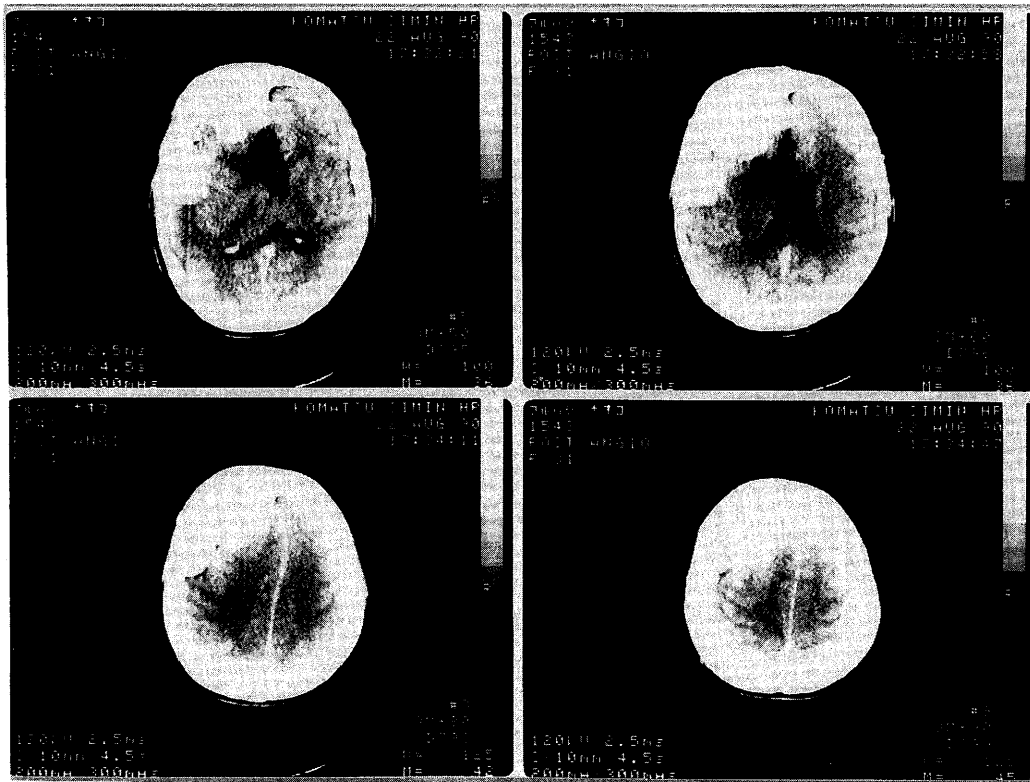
Enhanced brain X-ray CT reveals well enhanced brain tumor in the left frontal lobe just adjacent to the thickened frontal bone. The tumor causes midline-shift and severe edema.
